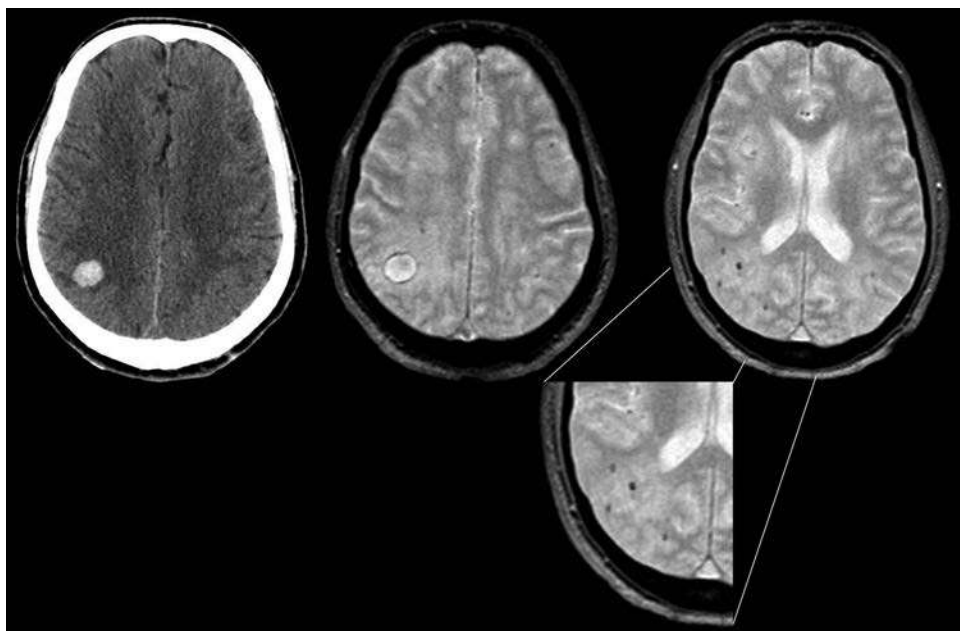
Izquierda, accidente cerebrovascular hemorrágico en la tomografía computarizada del cerebro y (en el centro) resonancia magnética nuclear (RMN) de recuperación de la inversión atenuada por líquido (FLAIR). A la derecha, microhemorragia (imagen ampliada) en la secuencia de eco recordada por gradiente potenciada en T2* de MRI.
